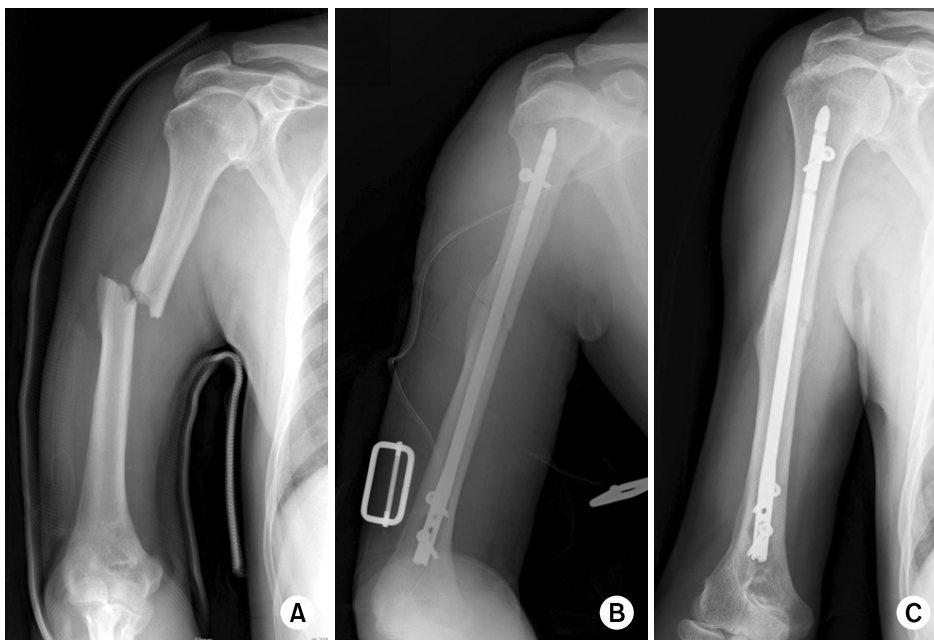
(A) Initial radiographs show a short oblique fracture of the humeral shaft area. (B) After fixation by a retrograde intramedullary nail, the fracture site was reduced, with a minimal gap. (C) At postoperative 5 months, the fracture site was completely united.
